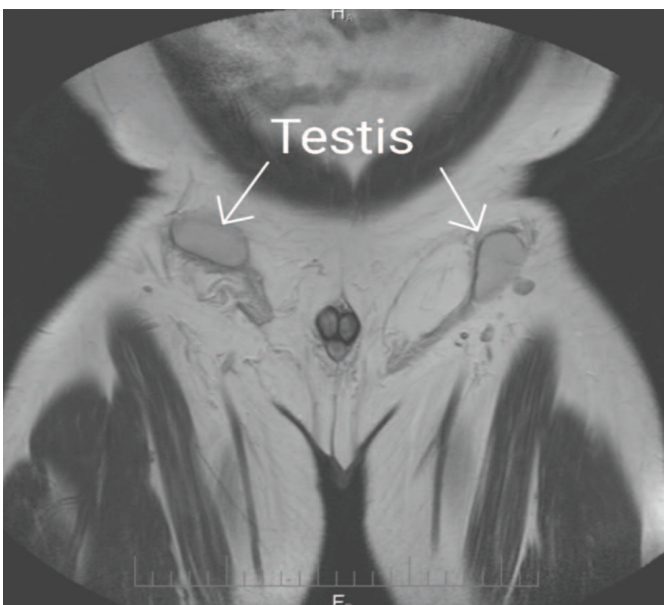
МРТ, фронтальный срез. Яички определяются в проекции паховых каналов
